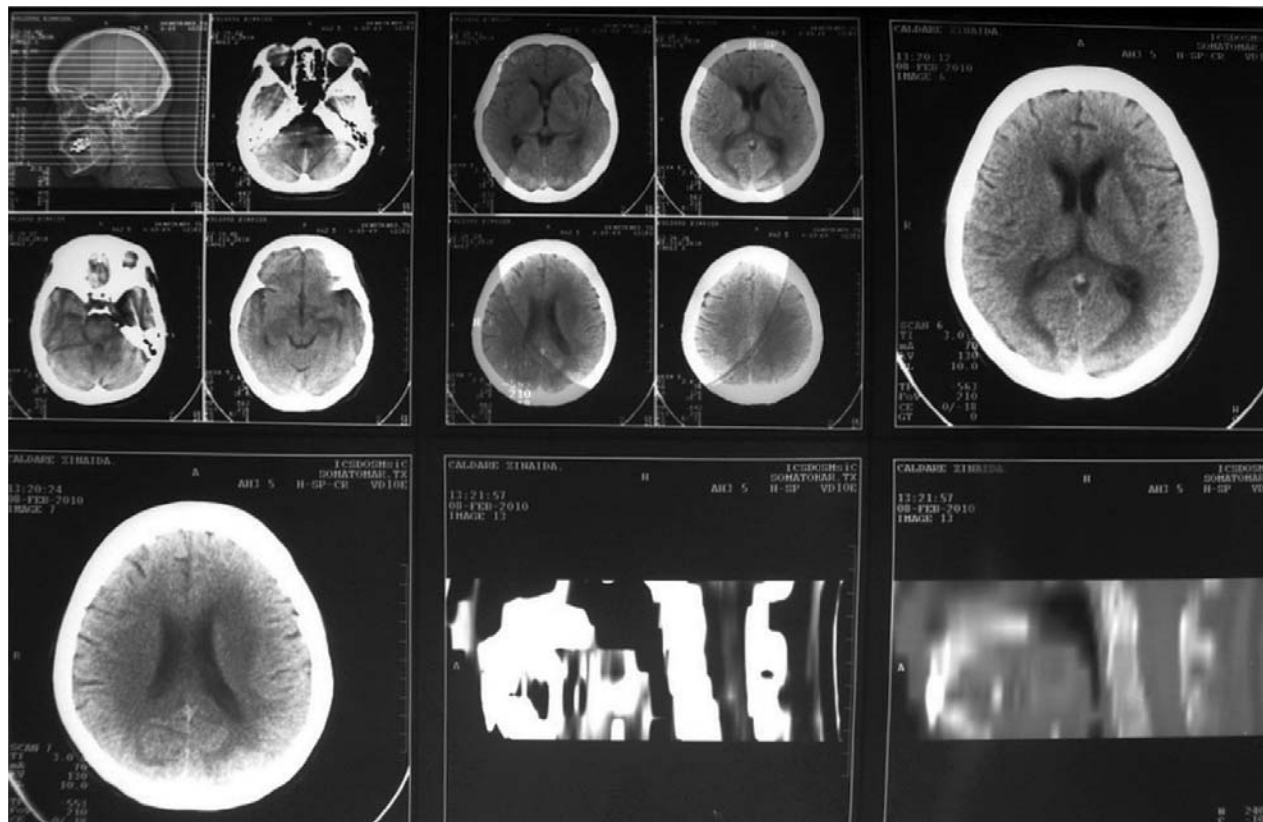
Tomografia computerizată cerebrală a pacientei C. (la 37 zile de tratament).
